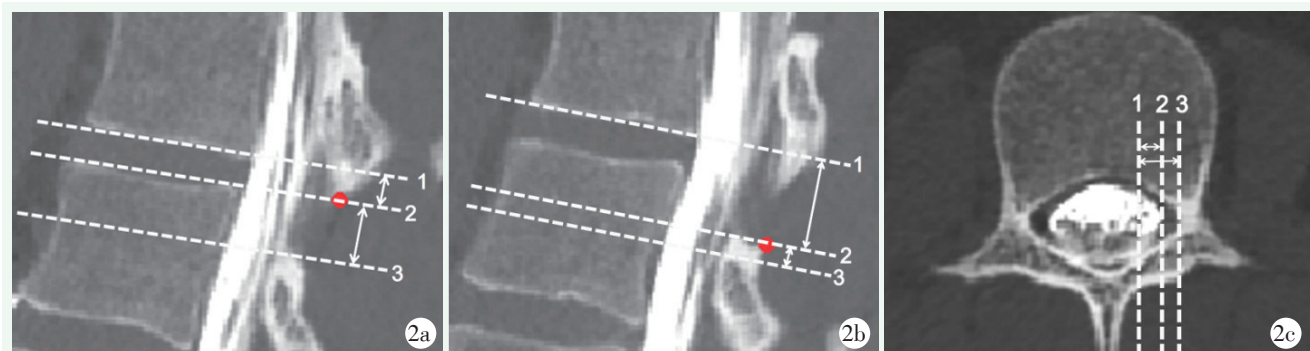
患者，男，59岁，LSS，拟行UBE下腰椎管减压术，术前CT测量方法 2a: 矢状面CT测量，红点为LIFM点，白色虚线1为下终板所在横断面，白色虚线2为LIFM点所在横断面，白色虚线3为腰神经根起点下缘所在横断面。短白色双箭头代表LIFM点至下终板距离，长白色双箭头代表LIFM点至腰神经根起点下缘距离 2b: 红点为LSFM点，白色虚线1为下终板所在横断面，白色虚线2为LSFM点所在横断面，白色虚线3为腰神经根起点下缘所在横断面。短白色双箭头代表LSFM点至腰神经根起点下缘距离，长白色双箭头代表LSFM点至下终板距离 2c: 横断面CT测量，白色虚线1为LIFM点所在矢状面，白色虚线2为硬脊膜外侧缘，白色虚线3为FLHC点所在矢状面。短白色双箭头代表LIFM点至硬脊膜外侧缘距离，长白色双箭头代表LIFM点至FLHC点距离
